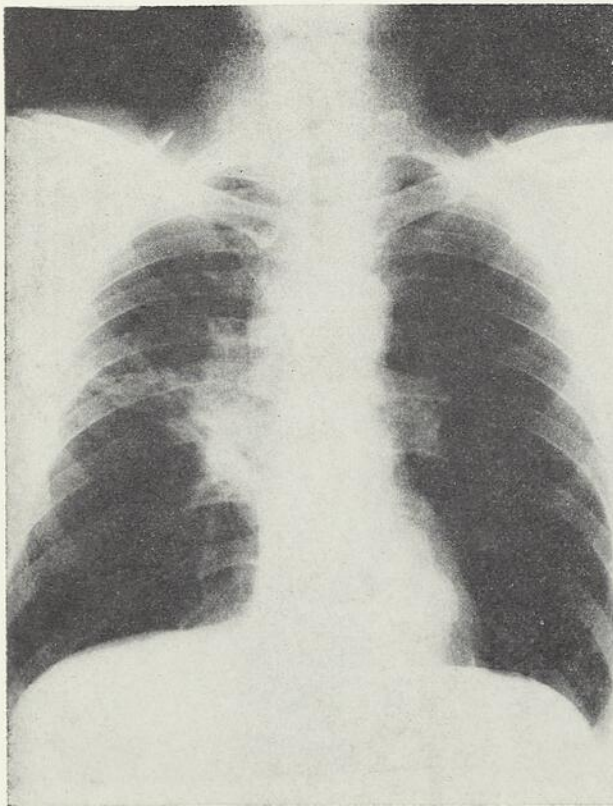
Radiographie pulmonaire (cas 6). Condensation à la région parahilaire du poumon droit.
